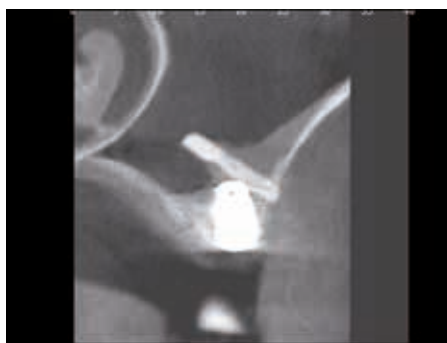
КТ через 5 месяцев после операции. Видна новообразованная костная ткань вокруг имплантата. Костный блок начал рассасываться
